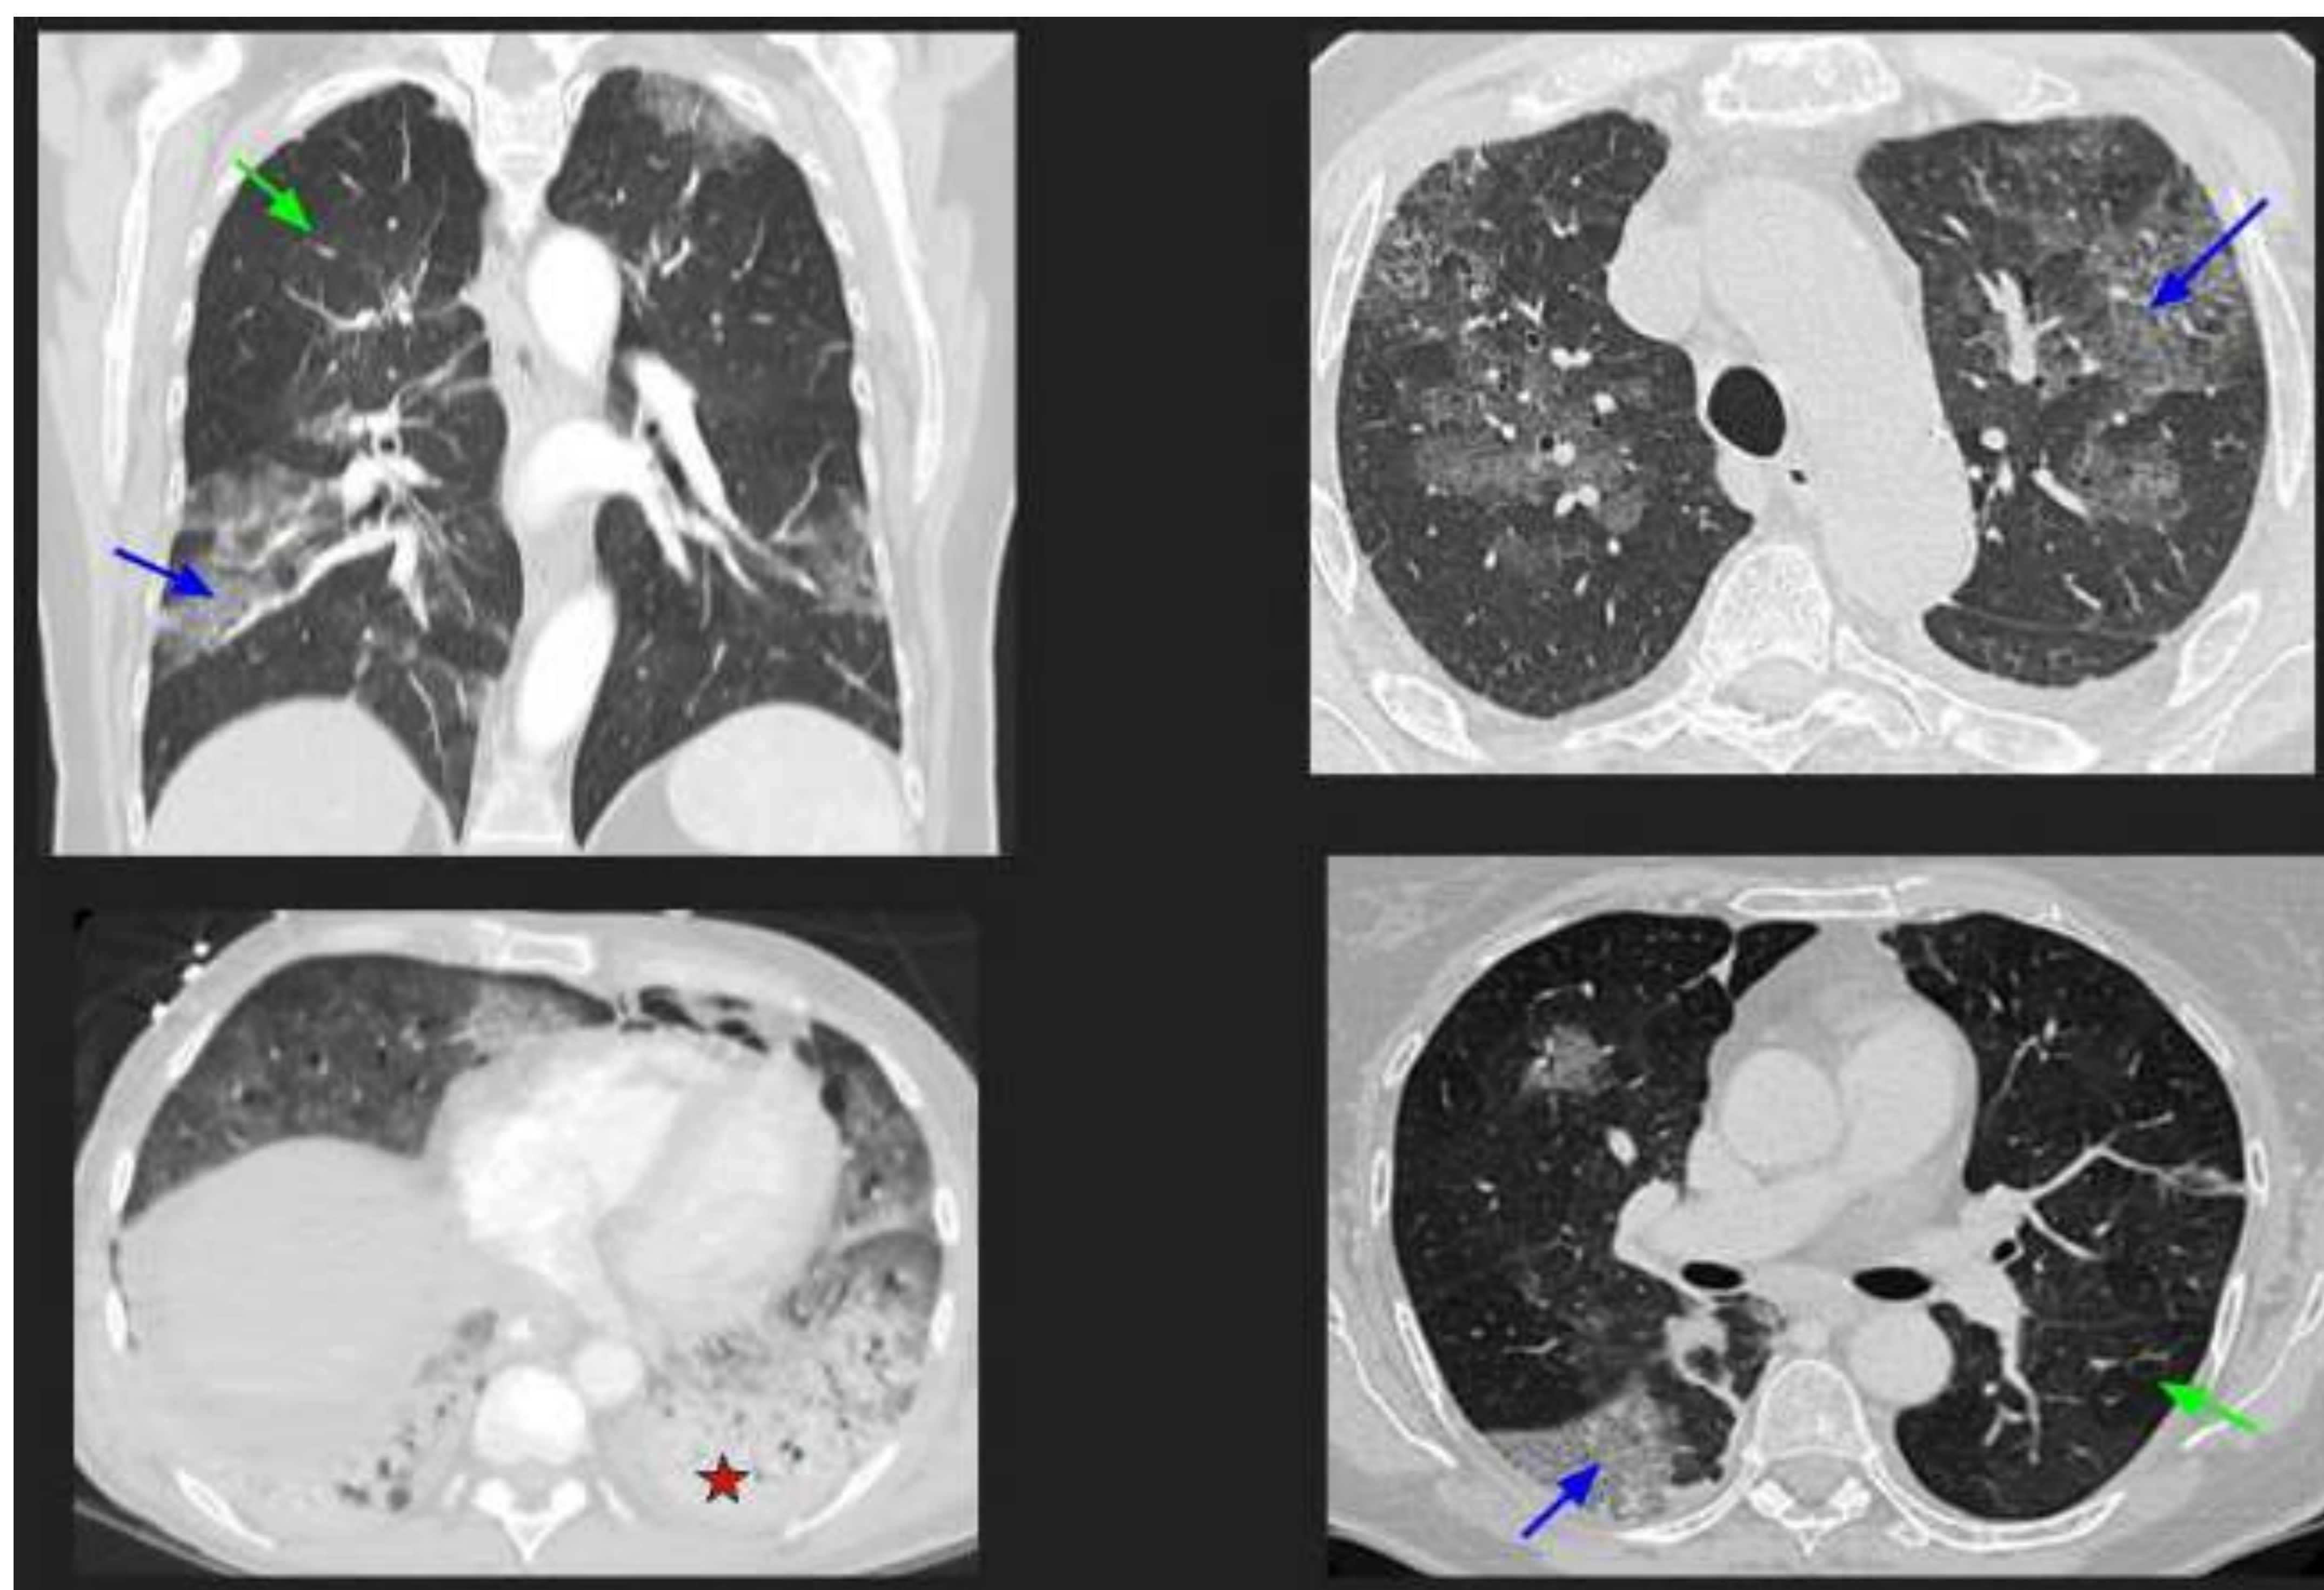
En las siguientes imágenes TC podemos observar una afectación pulmonar asimétrica con opacidades en vidrio esmerilado (↗), áreas de parénquima preservado (↖) y una área de consolidación (★).
